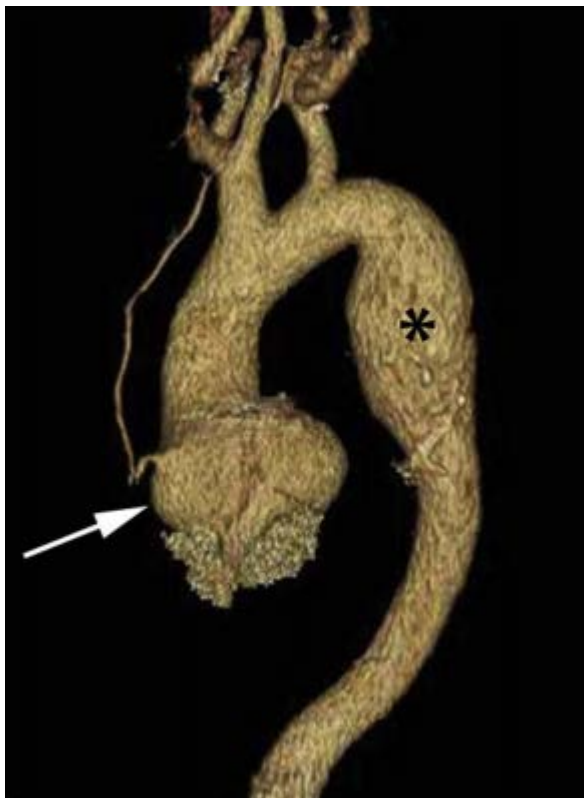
胸主动脉 CT 3D 容积重建显示主动脉根部扩大（箭头）和降胸主动脉近端扩大（星号）。降胸主动脉扩大在 TTE 未显示。
